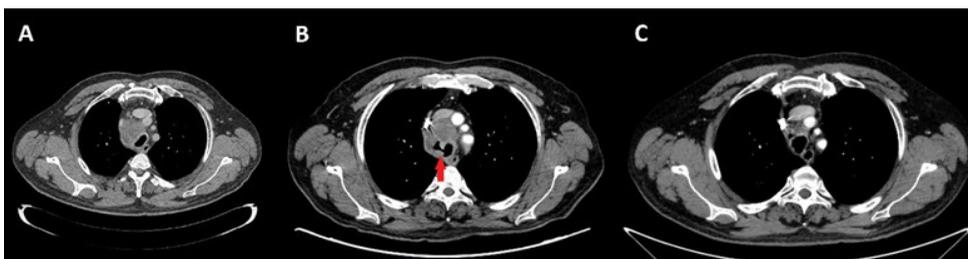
A) TC de tórax inicial conglomerado paratraqueal derecho. B) PET-TC de tórax - fistulización traqueo-tumoral en el conglomerado paratraqueal derecho (flecha). C) TC de tórax tras tratamiento con quimioterapia - disminución significativa del conglomerado adenopático paratraqueal derecho con persistencia de la fístula
